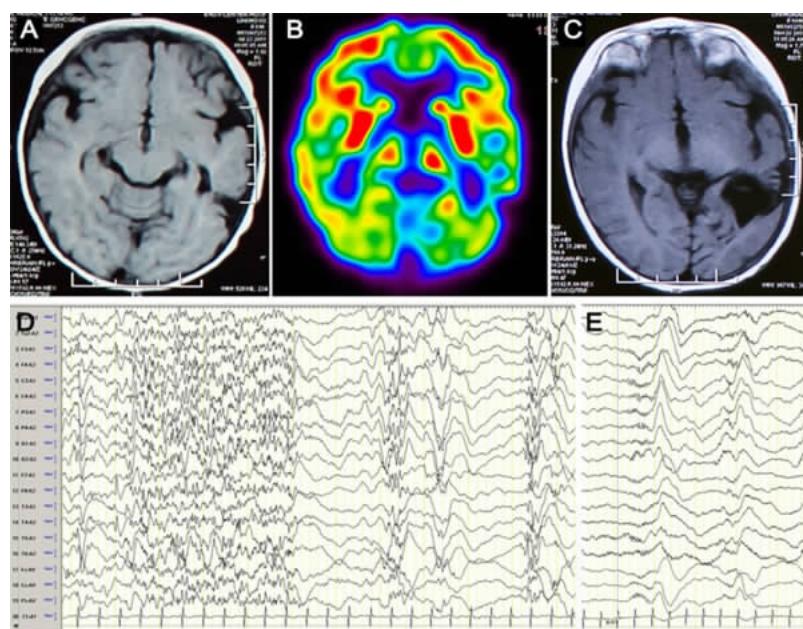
1例伴有丛集发作的儿童癫痫患者的手术前后MRI图及术前脑电图
